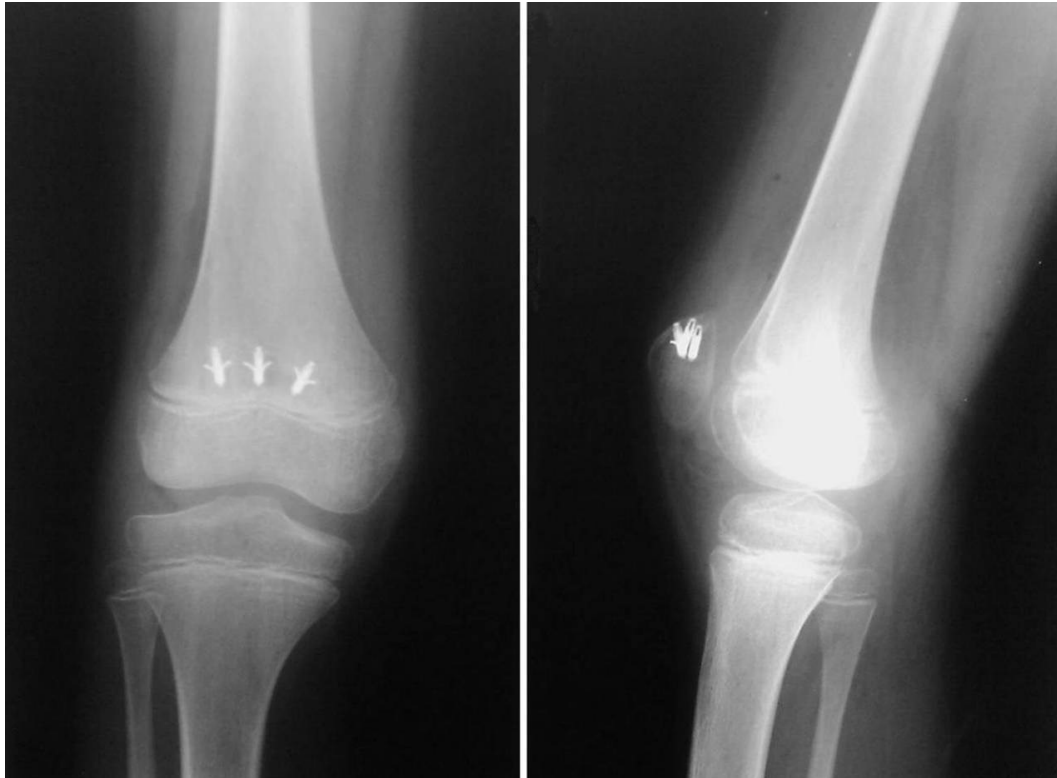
Radiografía simple anteroposterior y lateral de rodilla izquierda en el momento actual: se observa una correcta altura patelar y donde se pueden apreciar los anclajes utilizados en la cirugía.
